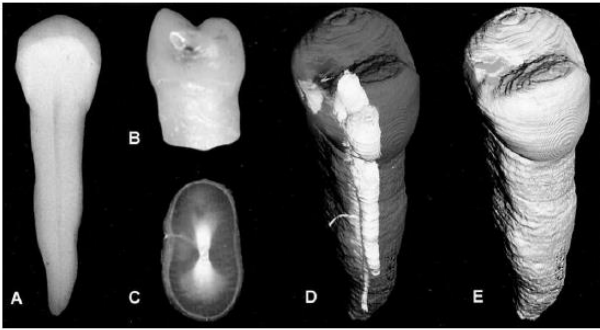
Radiographic (A) and photographic (B) representations of tooth 15 before sectioning. Highlighting the soft tissue (D) reveals a hypomineralized area of the distal contact point and an accessory canal in the central third of the root (C, sectional view). (E) Surface rendering.
